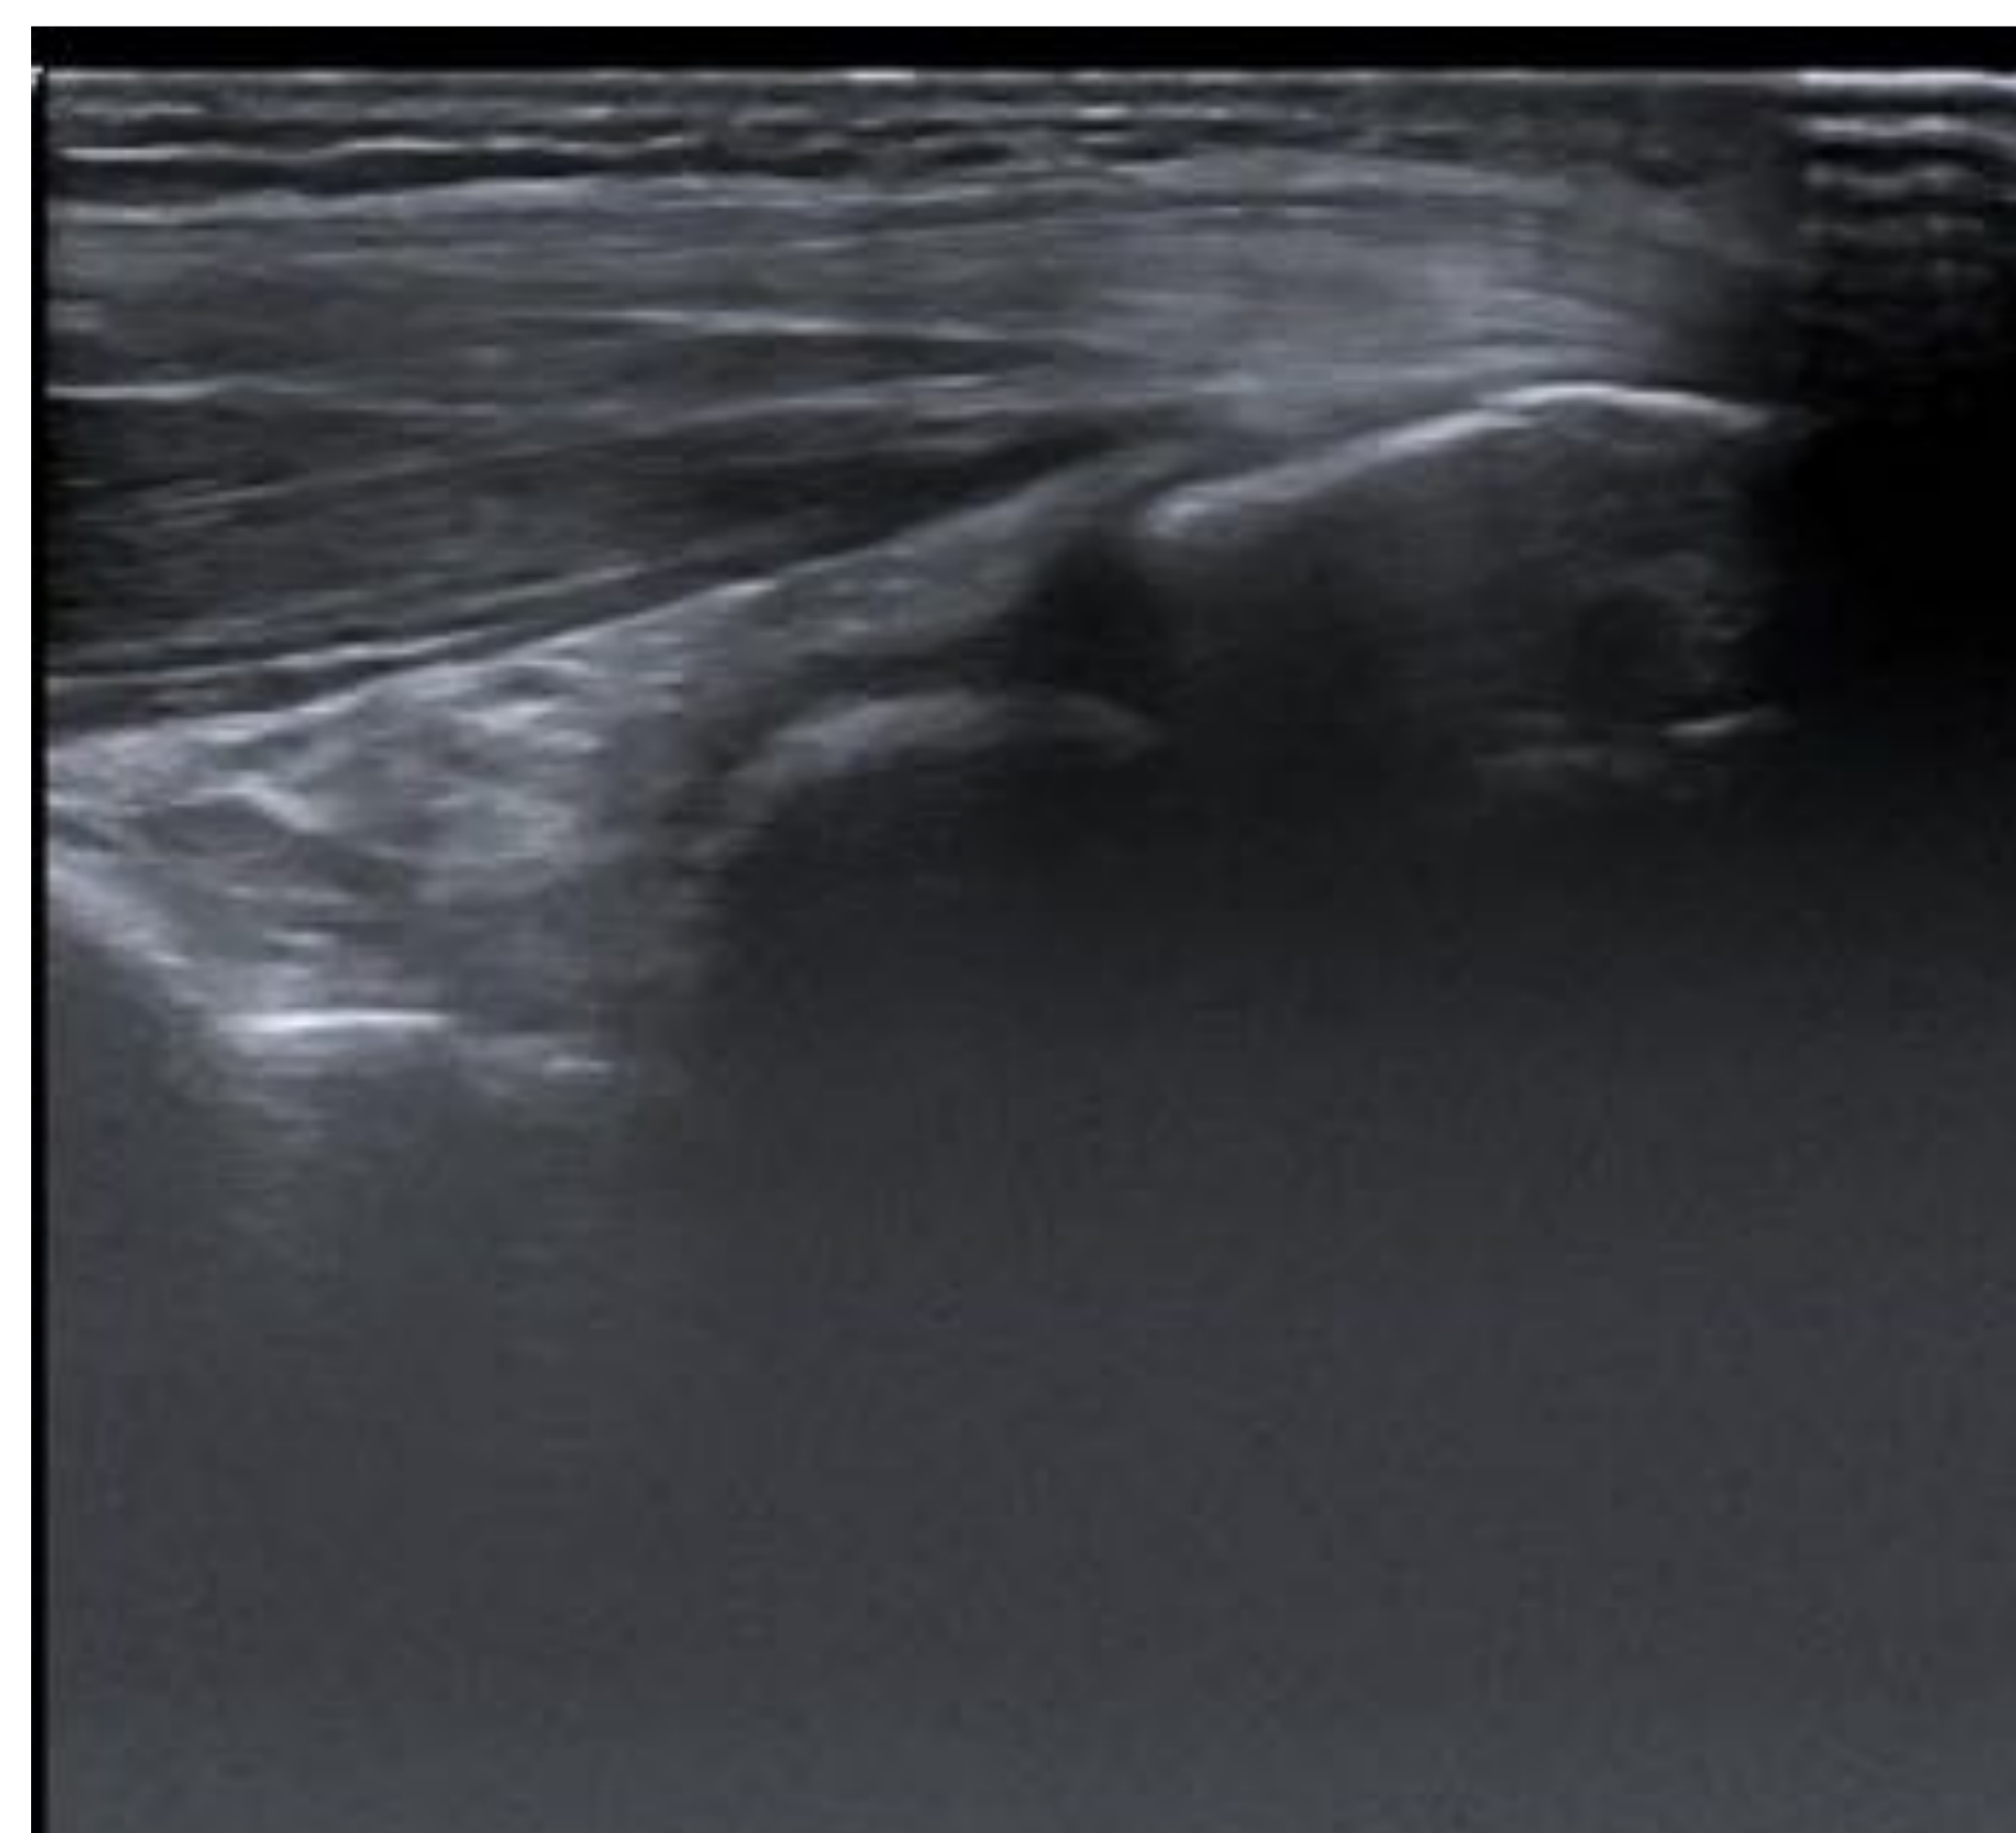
Corte sagital por ecografía del compartimento posterior del codo, se visualiza el tendón tríceps en su inserción en el olécranon
